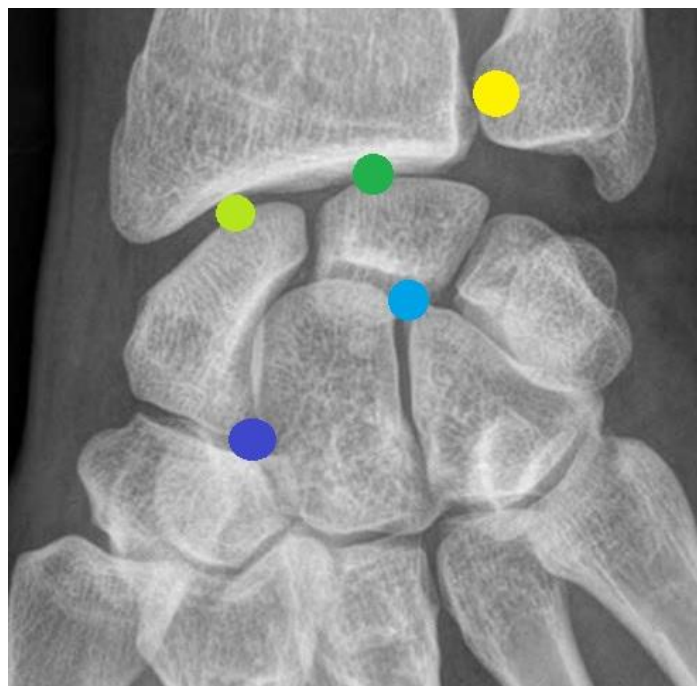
Radiographie face du poignet montrant les sites de ponction possibles, selon le compartiment articulaire
